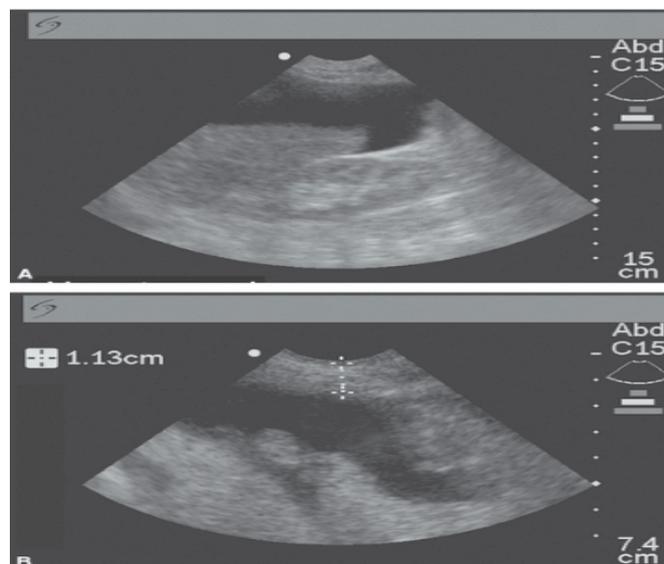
ecografía abdominal de uno de los casos
